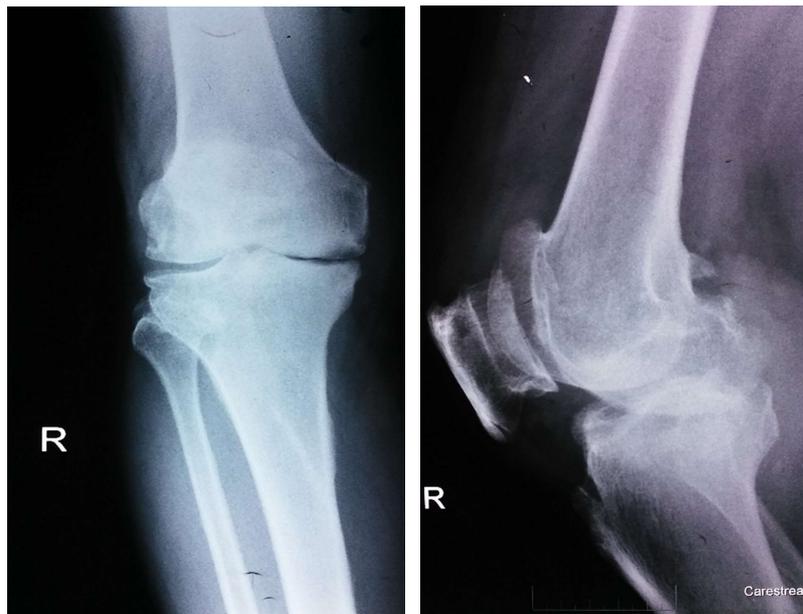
Radiographie préopératoire du genou droit Patient 7, incidence de face et de profil (Photos HU-JRA)
